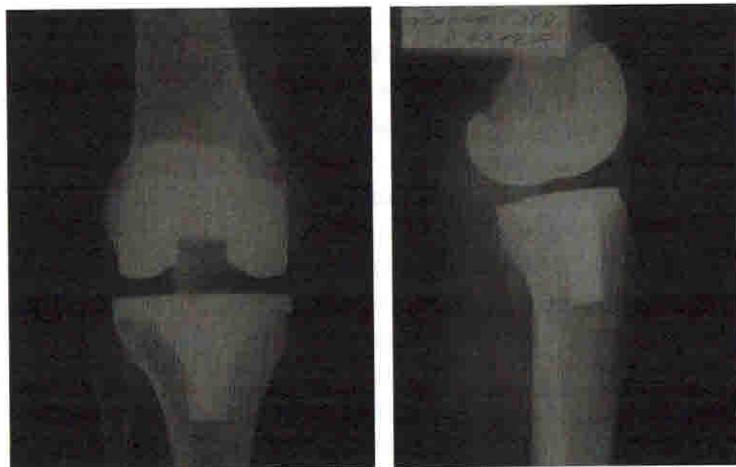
Рентгенограмма правого коленного сустава больной В., 65 лет, после операции (боковая и прямая проекции), видна тень эндопротеза
